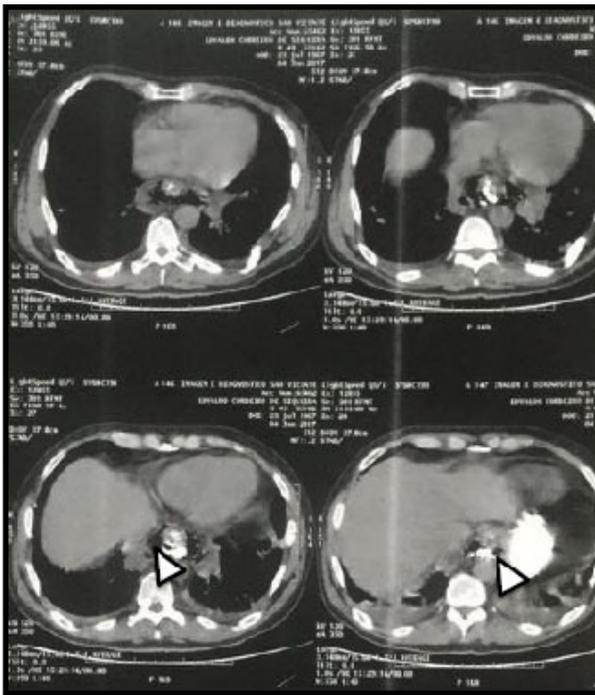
Tomografia computadorizada de tórax com contraste oral (janela Mediastinal). Cortes axiais demonstrando extravasamento de contraste para o interior dos focos gasosos peri-esofagianos (setas)
